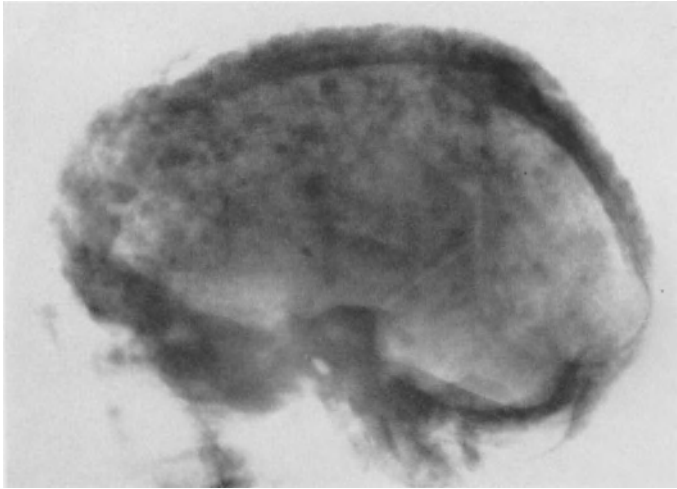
Hyperostotischer Paget-Schädel. Wahrscheinlich Druck auf den linken 3. Hirnnerven (vgl. Abb. 112). Schädel röntgenologisch sklerotisch-hyperostotisch. Sehr dichte flockige Verschattungsherde, vgl. Abb. 105. Ostitis fibrosa.
